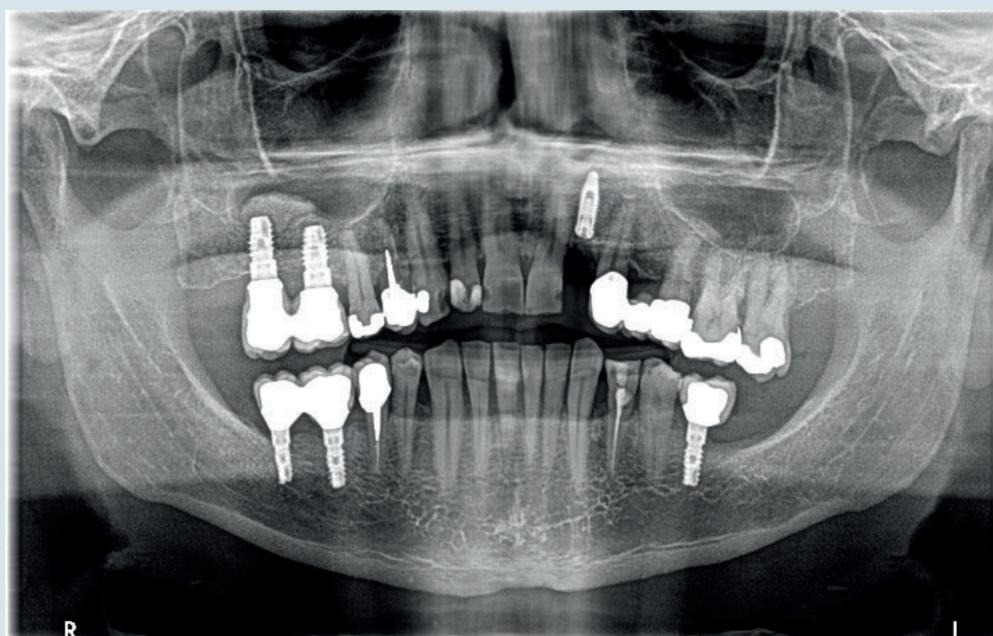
Ortopantomografia eseguita dopo sei mesi di follow-up.
